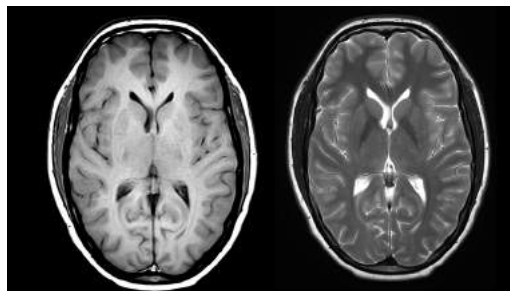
Imagen MRI de la cabeza.
